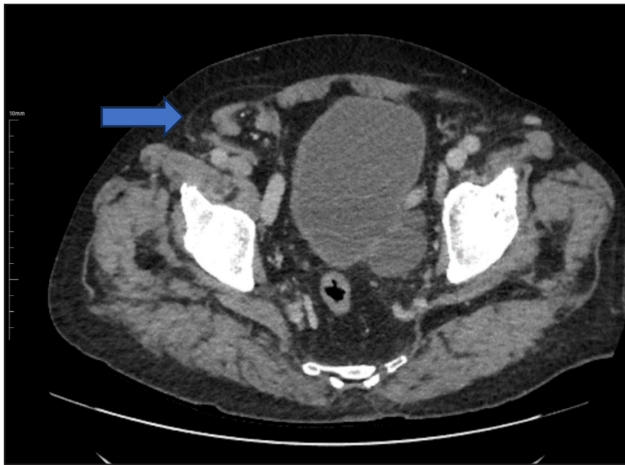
Axial CT image shows enlarged right inguinal canal and appendix beginning to herniate into the canal (Arrow).
